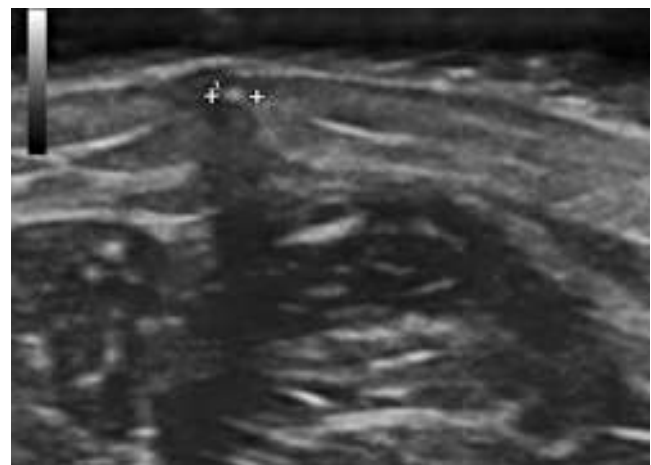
A) Verruga plantar. B) Ecografía cutánea modo B (12MHz, Esaote®): lesión hipocogénica, endofítica, fusiforme, localizada en la epidermis y dermis superficial. C) Ecografía cutánea modo Doppler: aumento de vascularización en la base e interior de la lesión.
